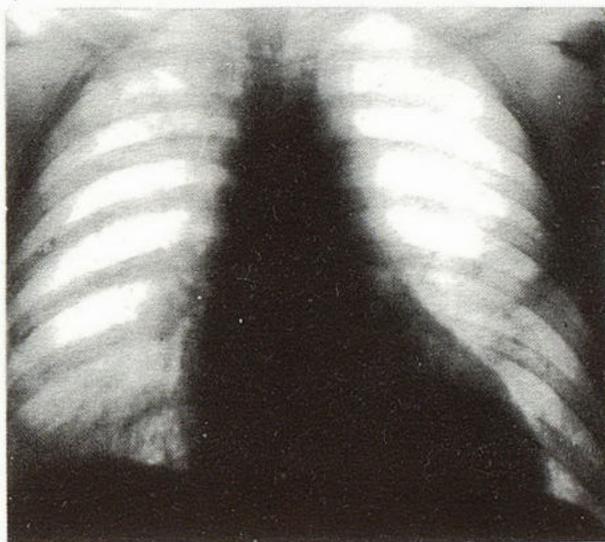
Рентгенограмма органов грудной полости больной Б. после лечения.
